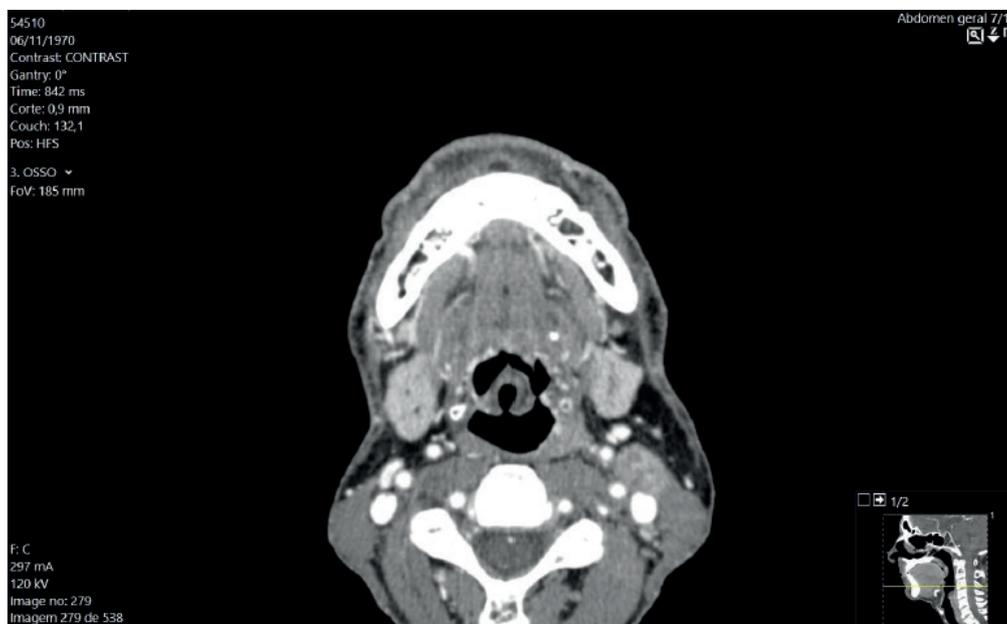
Tomografia Computadorizada da cabeça e do pescoço usando epiglote em ômega.
